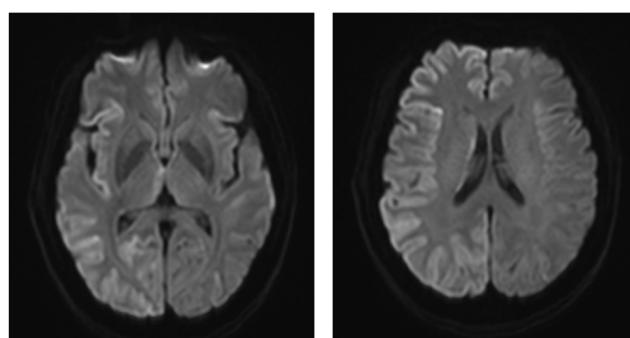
The DWI of the case 2 patient was 2 days after admission (23 days after onset)
